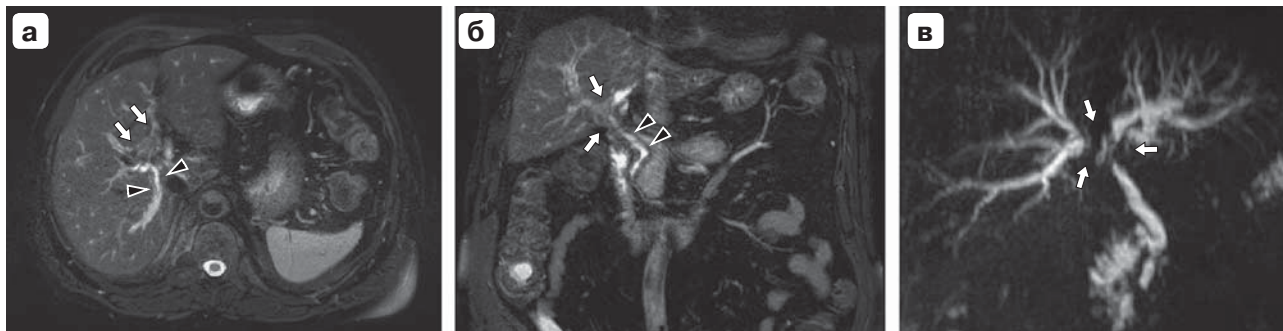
Магнитно-резонансная томограмма. а – аксиальное 2D TSE T2ВИ: внутриспеченочные желчные протоки расширены, стенки неравномерно утолщены (крупные стрелки), в области конфлюенса вдоль желчных протоков выявлено муфтообразное образование $2,5 \times 2,0$ см (стрелки), просвет общего печеночного протока четко не виден; б – коронарное 2D TSE T2ВИ: стенка общего желчного протока неравномерно утолщена на всем протяжении (крупные стрелки), общий желчный проток имеет угловидный изгиб, зона конфлюенса долевых протоков дифференцируется нечетко (стрелки); в – режим холангиографии, внутриспеченочные (субсегментарные, сегментарные) и долевые протоки неравномерно расширены, просвет желчных протоков в области конфлюенса не дифференцируется (стрелки).
